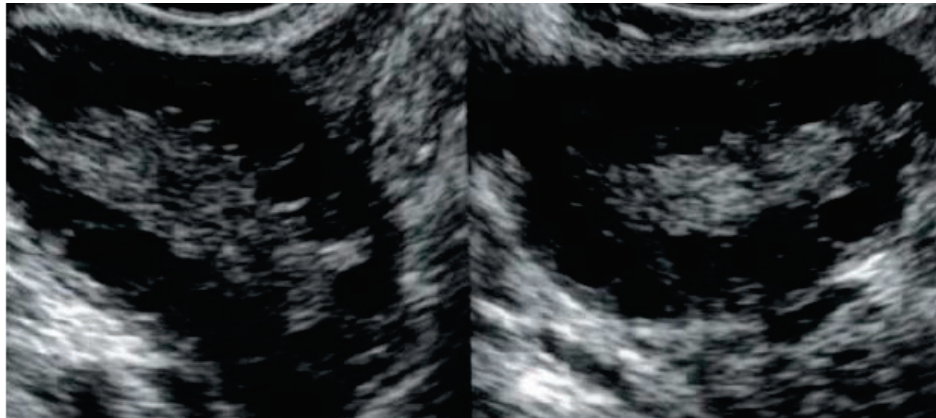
Aspect échographique d'ovaires polykystiques. Nombreux follicules antraux répartis en « couronne » et hypertrophie du stroma. (D'après YOUNG — Endocrinologie & Diabète — 2007 — « Syndrome des ovaires polykystiques : aspects physiopathologiques »).
